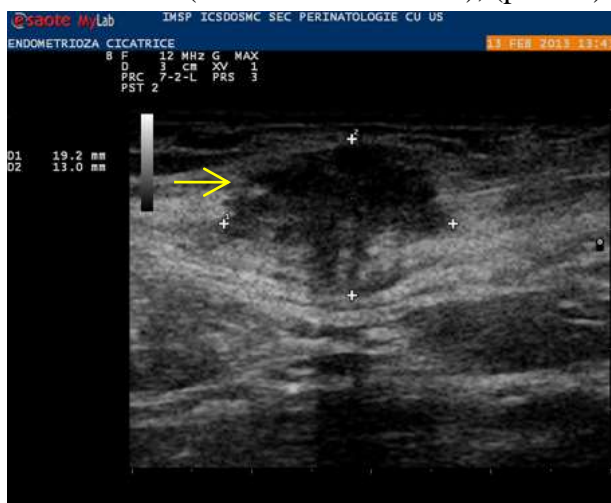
USG: nodul hipoecogen în regiunea cicatricii postoperatorii (→)
